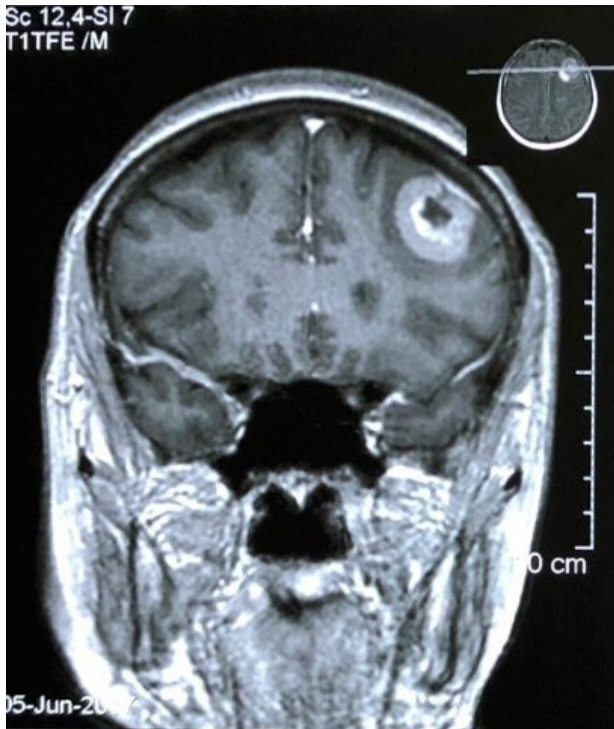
Corte coronal de IRM secuencia T1 que muestra lesión cortical en el lóbulo frontal izquierdo.
